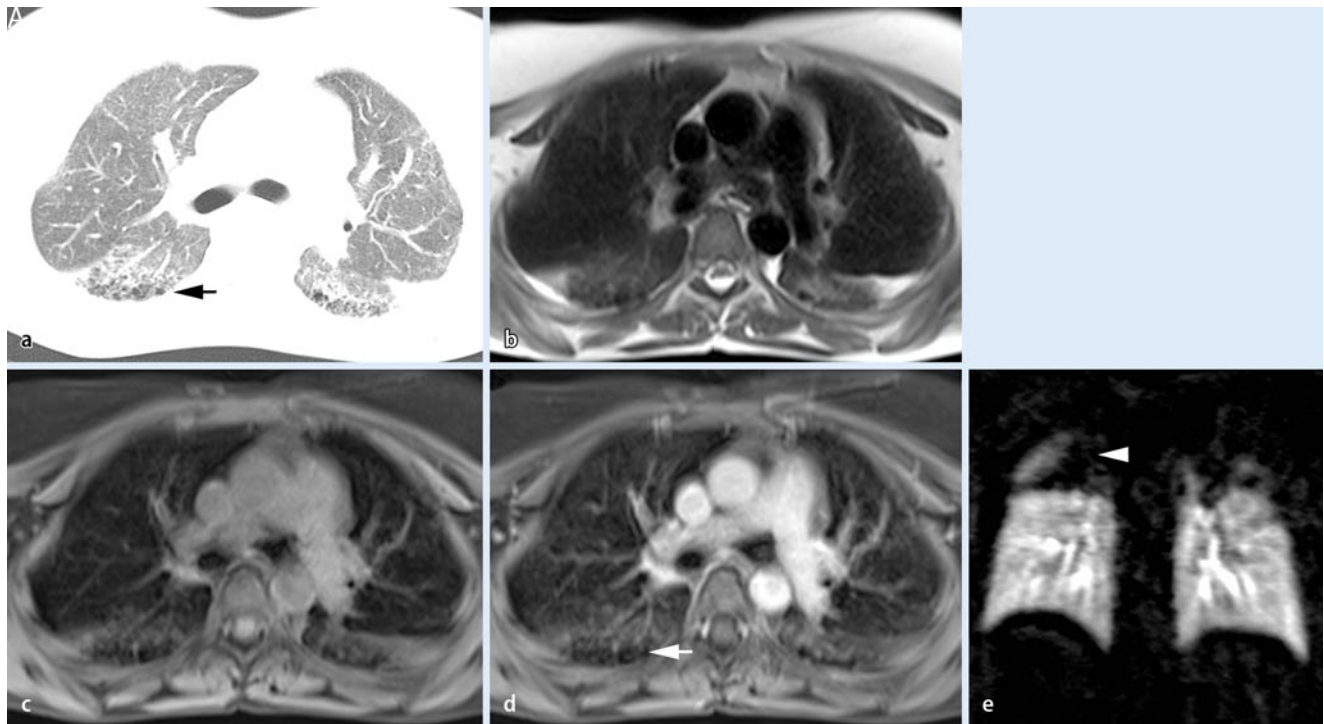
▲ Zysten, 26-jährige Patientin mit subpleuralen Honigwaben insbesondere im Segment 6 beidseits (Pfeil) bei NSIP dokumentiert durch die CT (a). Da es sich hierbei um eine sog. Minuspathologie (verminderte Protonendichte) handelt, ist diese in der nativen MRT schwierig zu erkennen (HASTE, 3-D-GRE, b, c). Die i.v.-KM-Gabe führt zu einem höheren Signal des Lungenparenchyms und kann daher die Honigwaben hervorheben (d, weißer Pfeil). Die Perfusions-MRT zeigt die zystischen Destruktionen in Form von Perfusionsausfällen in den apikalen Unterlappen beidseits (e, weißer Pfeilkopf). NSIP nichtspezifische interstitielle Pneumopathie, HASTE „half Fourier-acquired single shot turbo spin echo“, GRE Gradientenecho, KM Kontrastmittel
